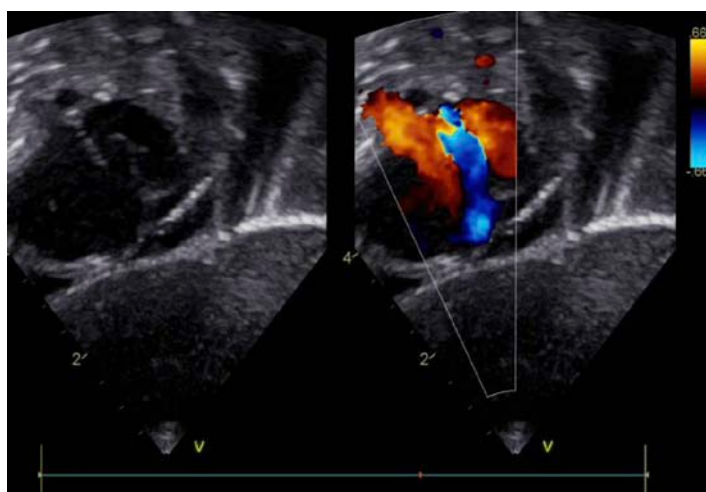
Image échographique d'un foramen ovale perméable.
